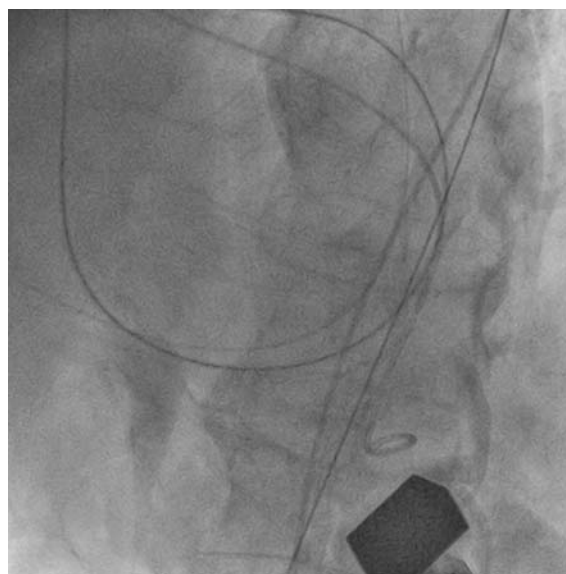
Рентгеноскопия в левой передней косой проекции, представлено прохождение проводника через ДЖМП
